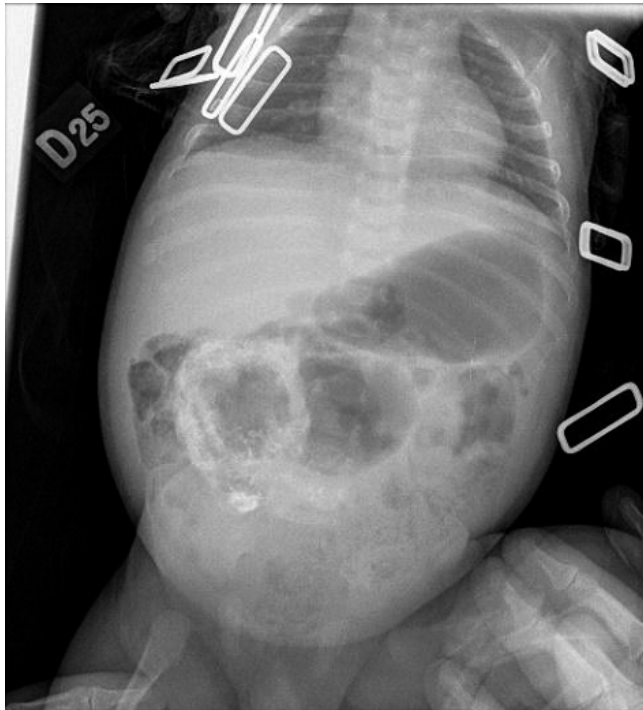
Radiografía de abdomen simple, 24 horas postoperatorio
